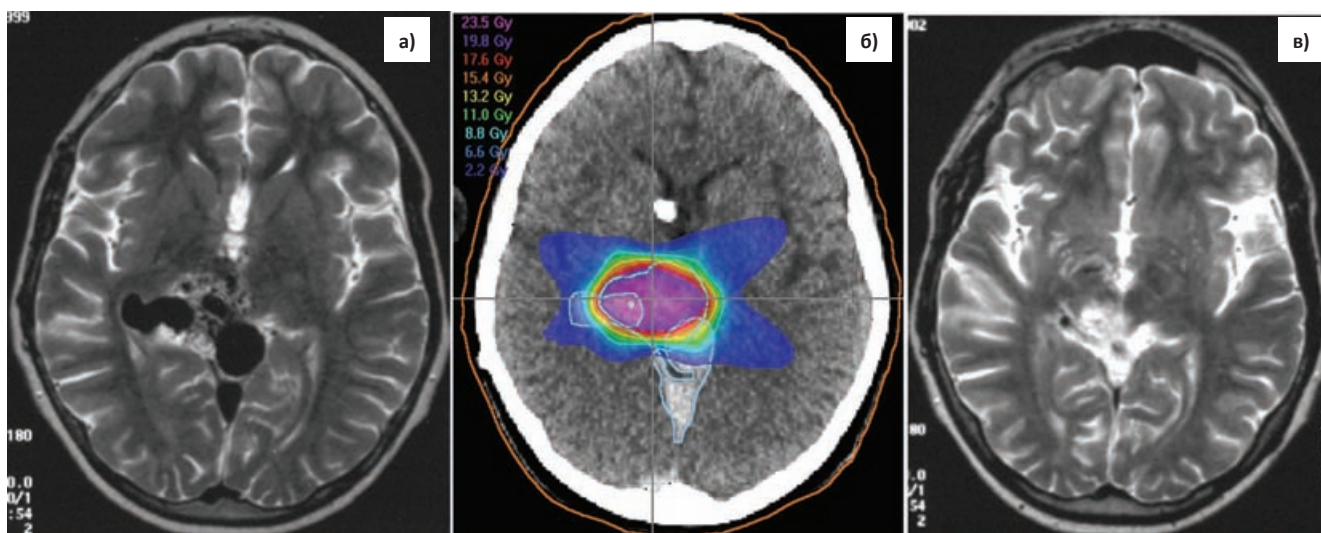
Пример протонной радиохирургии АВМ головного мозга: МРТ до лечения (а), план облучения (б) и МРТ через 3 года после – облитерация сосудов мальформации (в)
